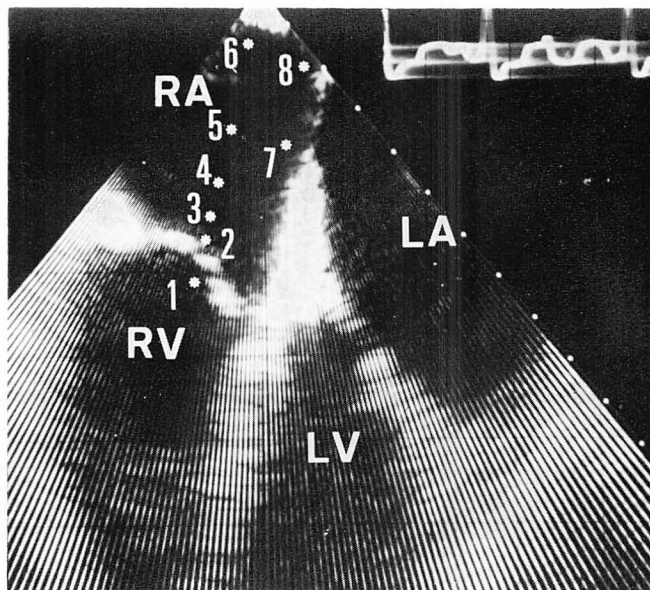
Intraoperative epicardial four-chamber two-dimensional echocardiogram.
